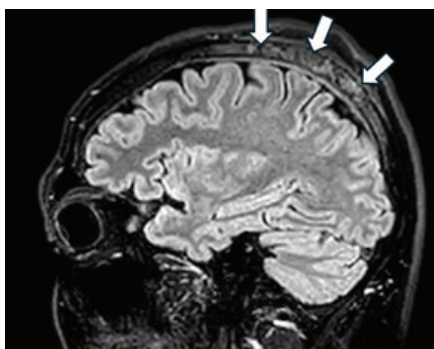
МРТ головного мозга пациента, режим FLAIR, сагиттальный срез: стрелками указаны участки патологического ремоделирования костей
